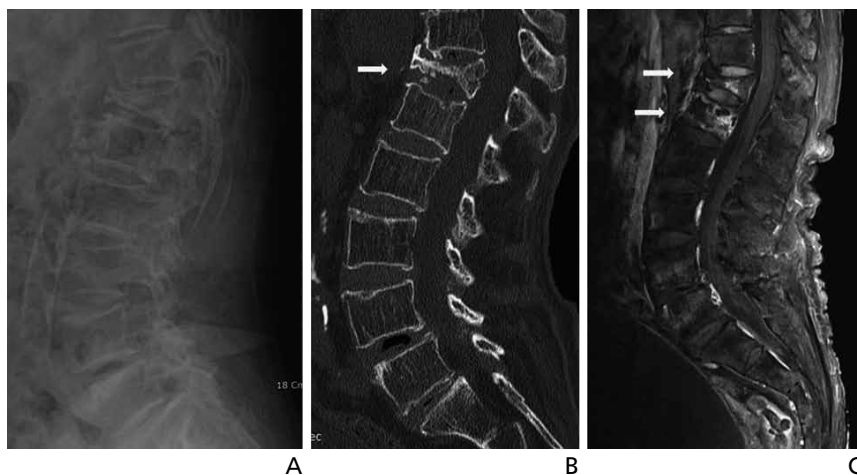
Radiographs of a 65-year-old woman. (A) Standard plain lateral view of the lumbar spine showing a severely compressed fracture at T12. (B) Computed tomography scan showing the same finding as that in the standard lateral view of the lumbar spine. (C) Magnetic resonance imaging revealing acute fractures of T12 and L1.
